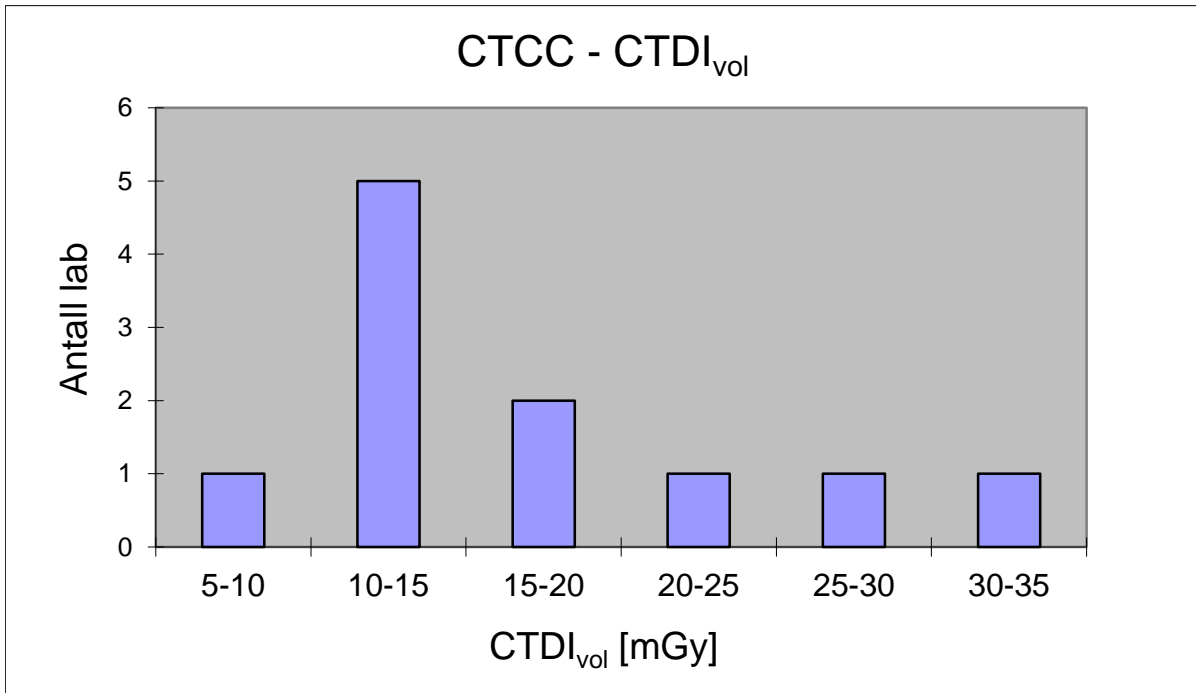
Fordeling av de innsamlede $CTDI_{vol}$ verdiene for CT cervicalcolumna.
